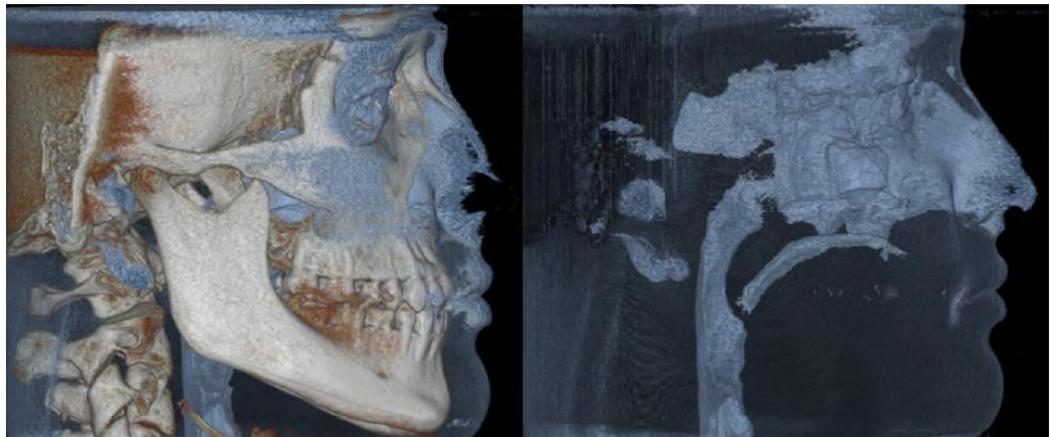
Tomografía cone beam.
